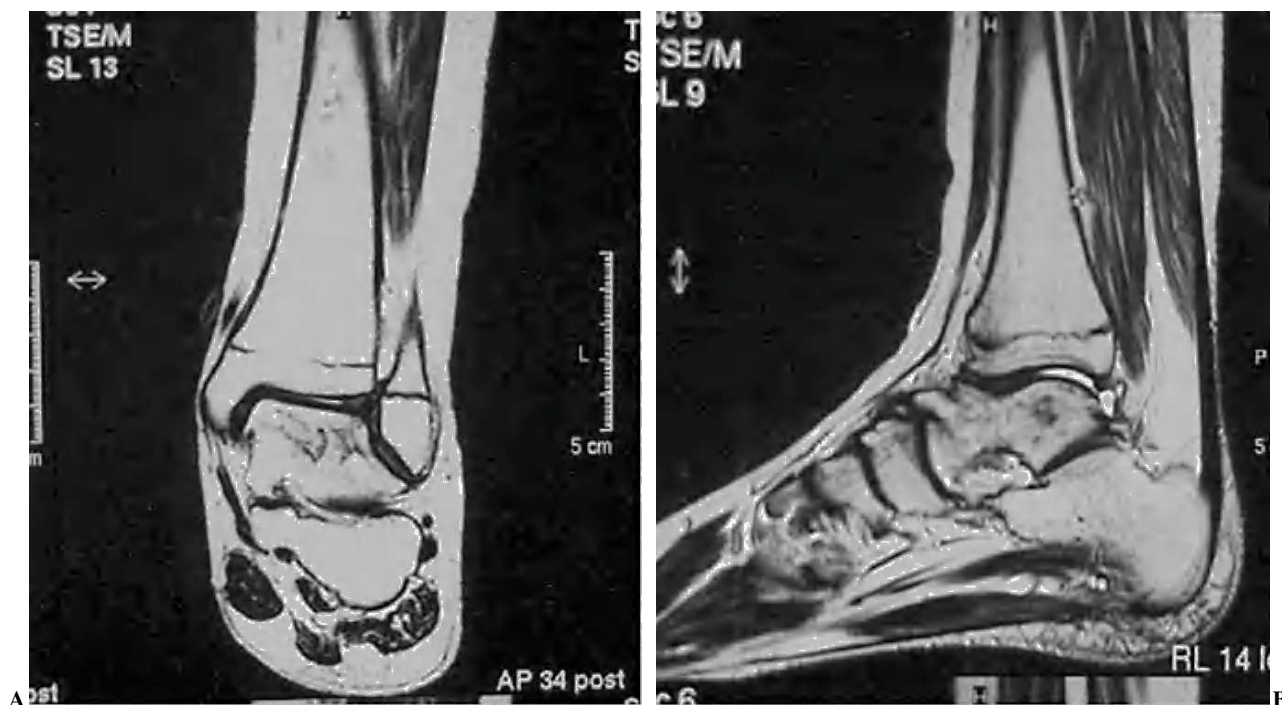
Imágenes de resonancia magnética nuclear a los 6 años de evolución: (A) imagen anteroposterior; (B) imagen lateral.
